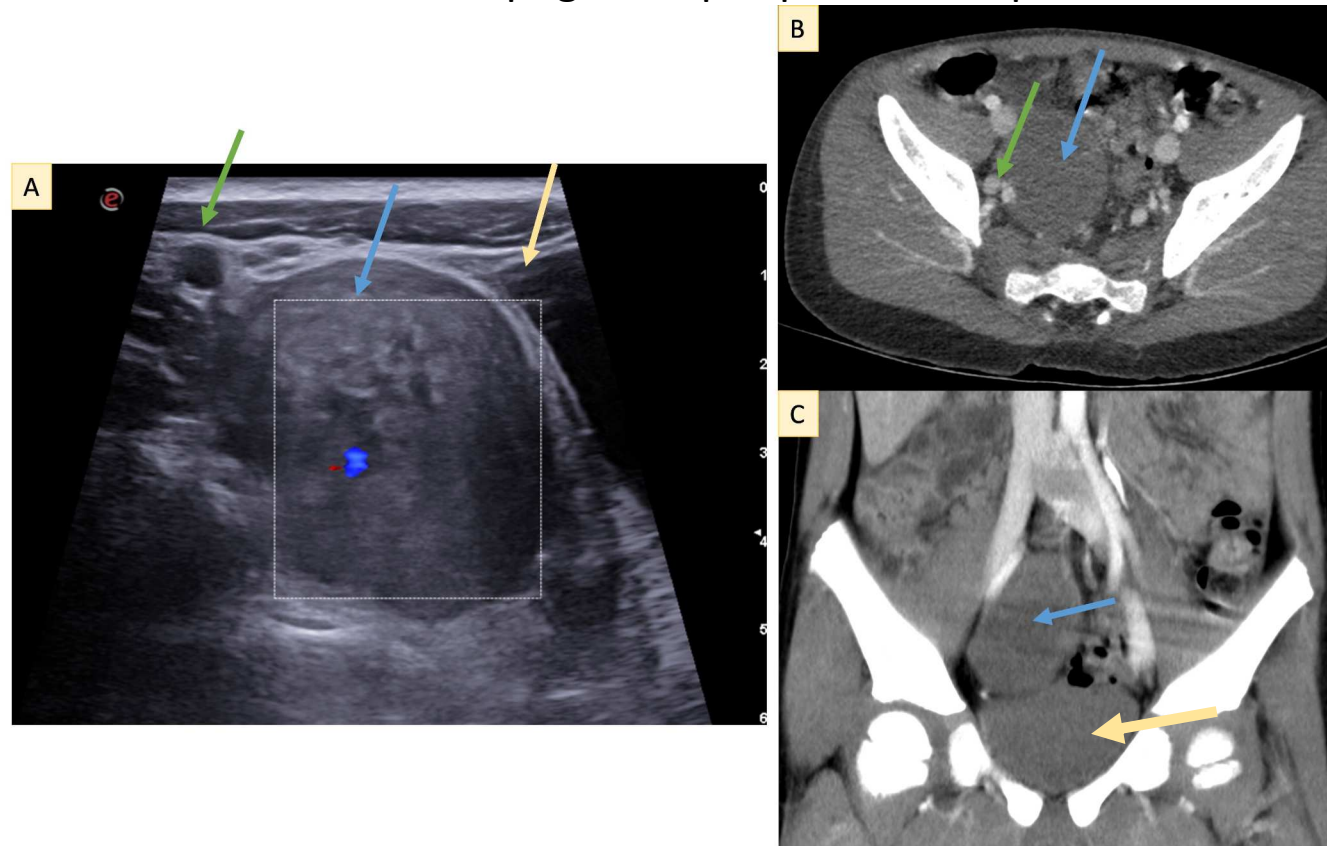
(A) Ecografía abdominal donde se identifica una masa sólida heterogénea, de márgenes bien definidos y escasa vascularización interna en la región supravesical media derecha, adyacente a los vasos ilíacos; (B) TC con contraste en plano transversal; (C) reconstrucción coronal, ambas muestran una masa homogénea adyacente a los vasos ilíacos y en contacto con el foramen ciático mayor- Flechas: azul: masa; verde: vasos ilíacos; amarillo: vejiga.
